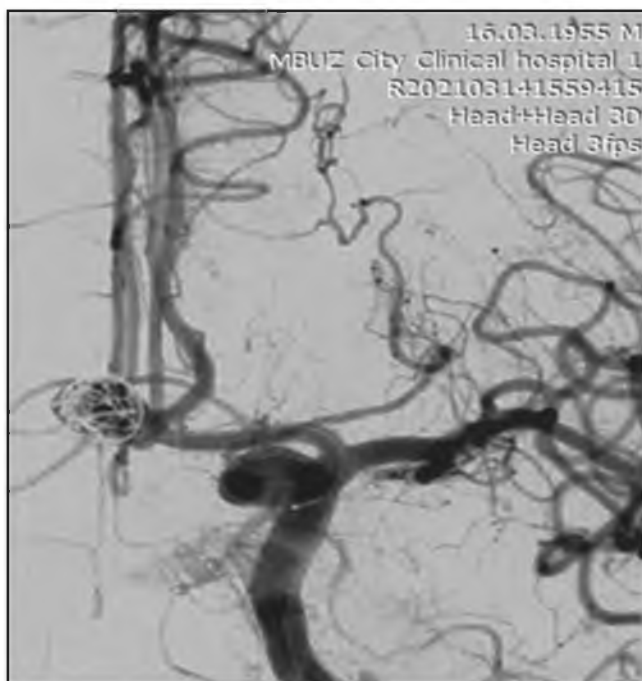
Церебральная ангиограмма. 2 этап рентгенэндоваскулярной эмболизации. Заполнение аневризматического мешка микроспиралями («Filling»).
